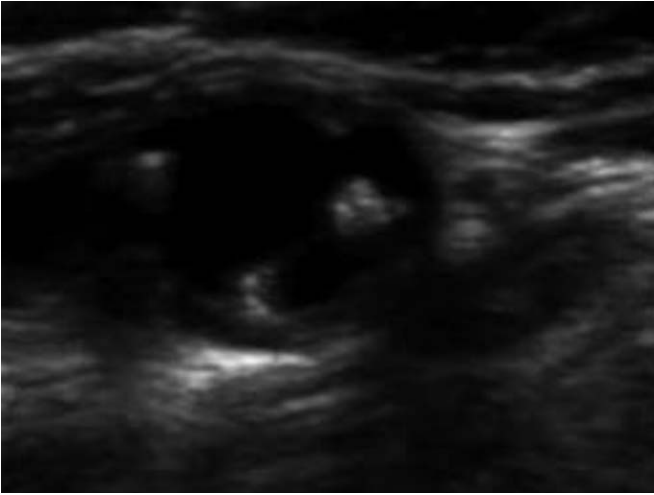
Échographie de l'artère carotide commune gauche juste en amont de la bifurcation carotide. Mode bidimensionnel en coupe transverse.
